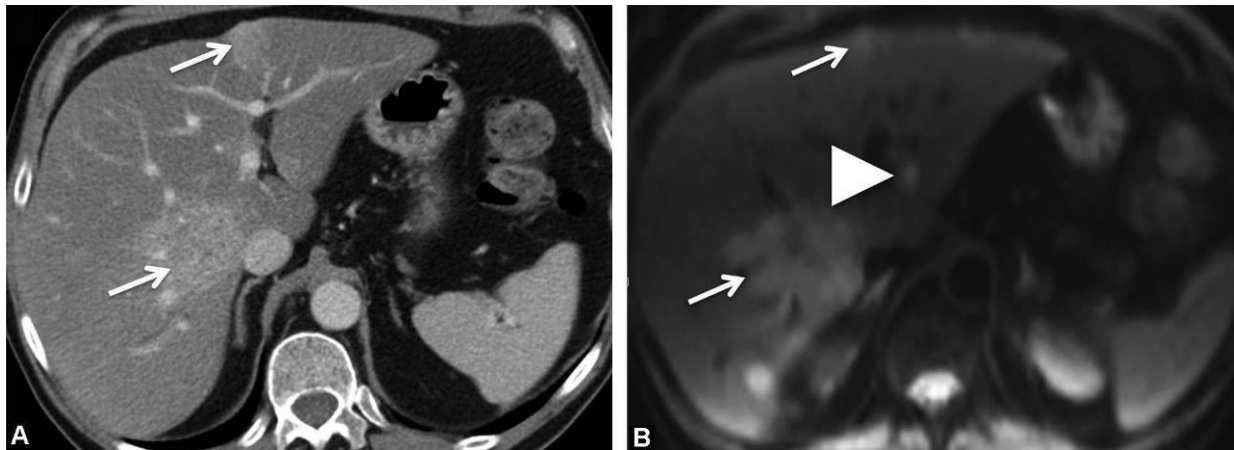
A. TDM hépatique en coupe axiale, après injection de produit de contraste au temps portal: présence de deux lésions secondaires (flèches fines). B. IRM de diffusion: découverte d'une lésion supplémentaire dans le segment 2 (tête de flèche). [54]
